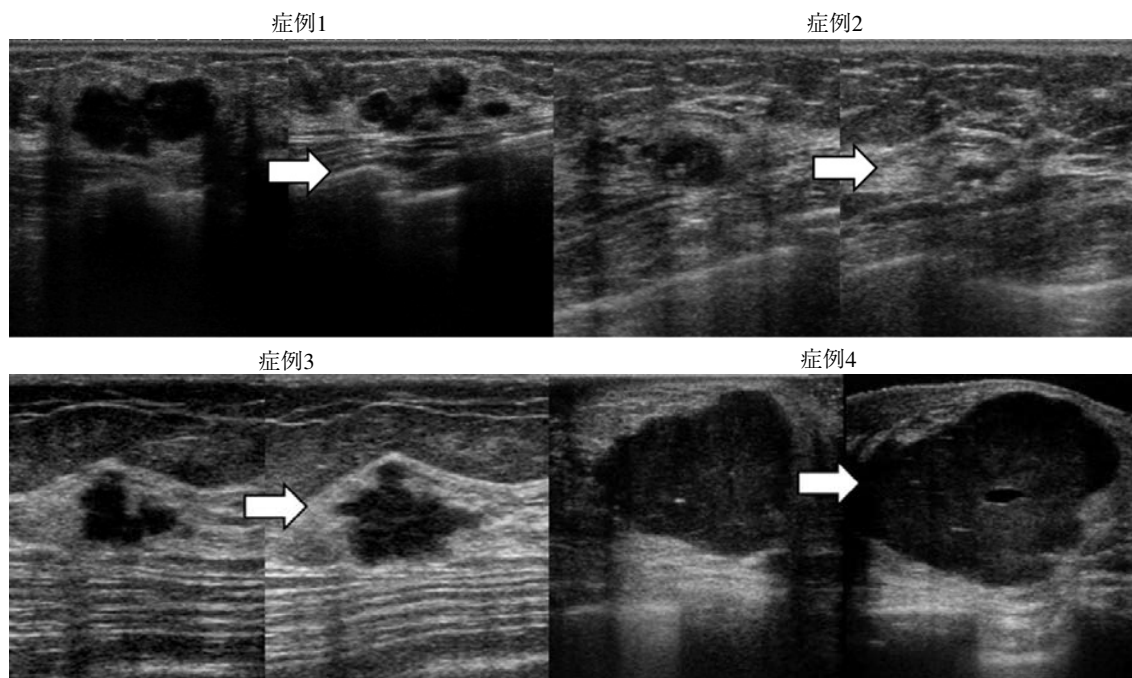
乳腺髄様癌縮小例，増大例の超音波画像の経時的変化
